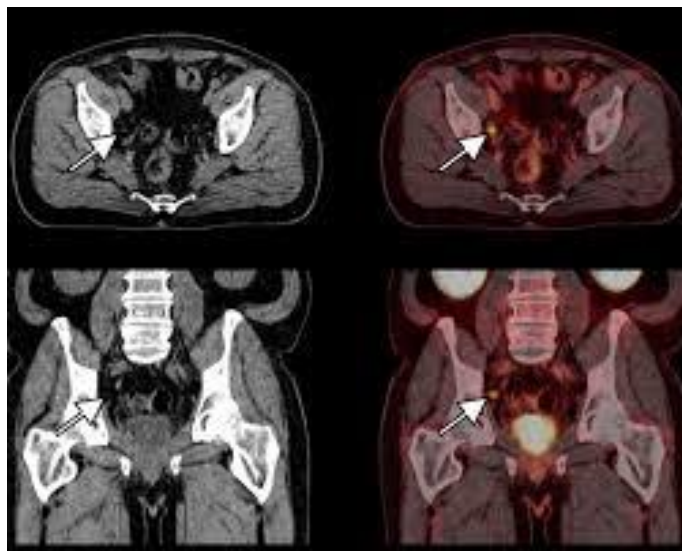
PET-CT au PSMA montrant une lésion prostatique hyperfixante
